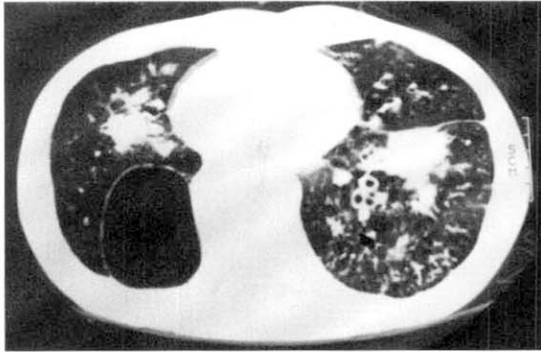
Chest CT shows parenchymal masses associated with bronchiectasis and bulla.
